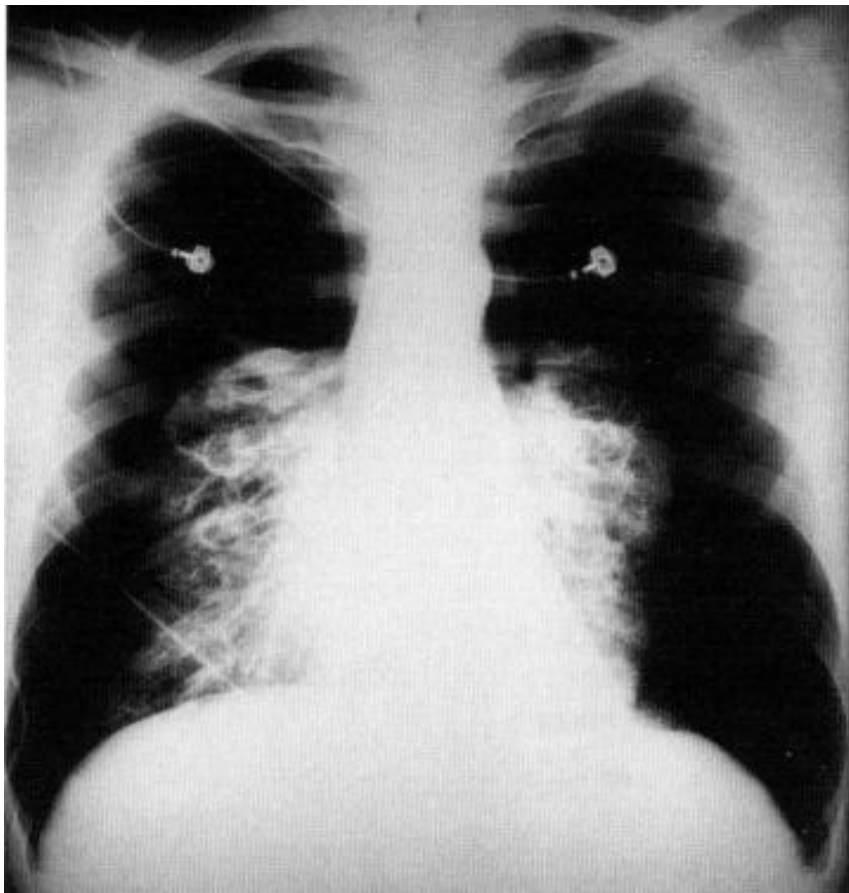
Radiographie thoracique de face retrouvant une hyperclarté périphérique bilatérale en faveur d'un pneumothorax bilatéral avec rétraction pulmonaire au hile (33).
